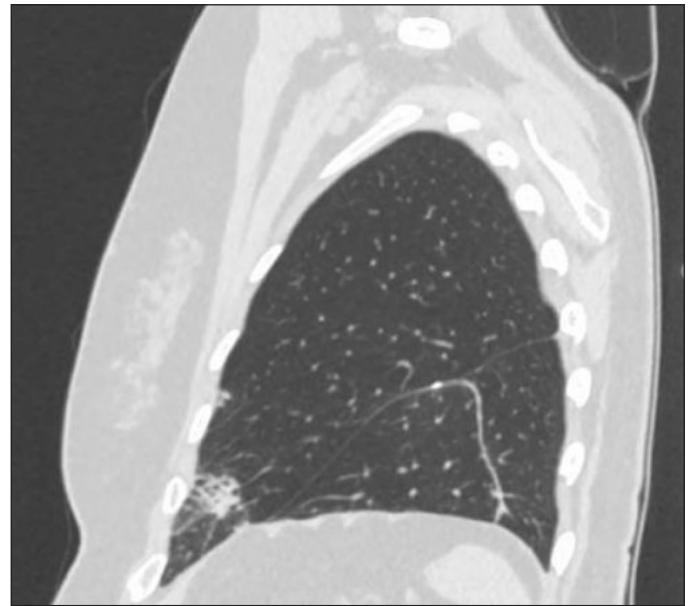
Corte sagital de TC de tórax en el que se observan cambios postquirúrgicos tras resección atípica en LII. Nódulo en base pulmonar derecha de 9 mm estable y ya conocido.
